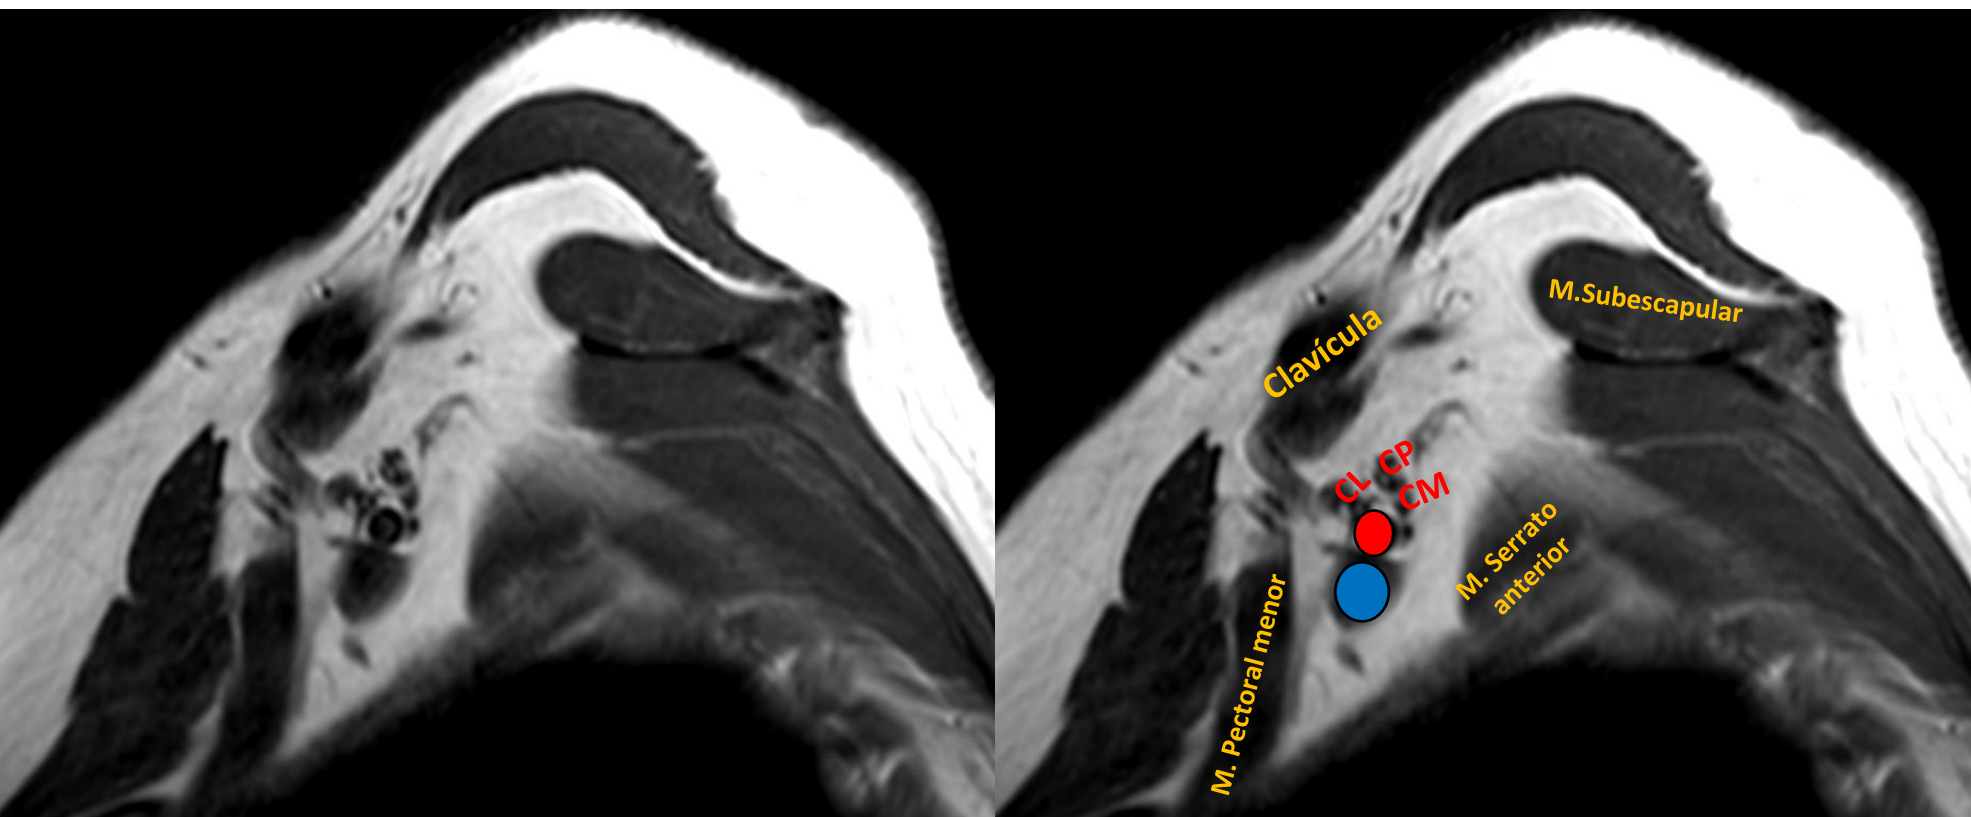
RM sagital TSE-T1 del Compartimiento retropectoral (sagital oblicuo).
